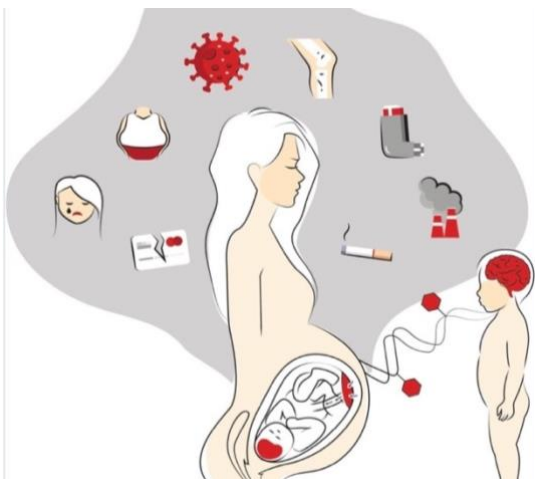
Factores ambientales. Elaboración de Han VX, Patel S, Jones HF, Nielsen TC, Mohammad SS, Hofer MJ, et al. Maternal acute and chronic inflammation in pregnancy is associated with common neurodevelopmental disorders: a systematic review. 2021 Jan 21
